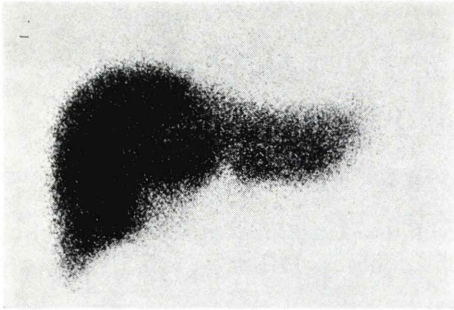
Liver scintigraphy with Tc-99m phytate. Liver scan shows normal scan pattern.
